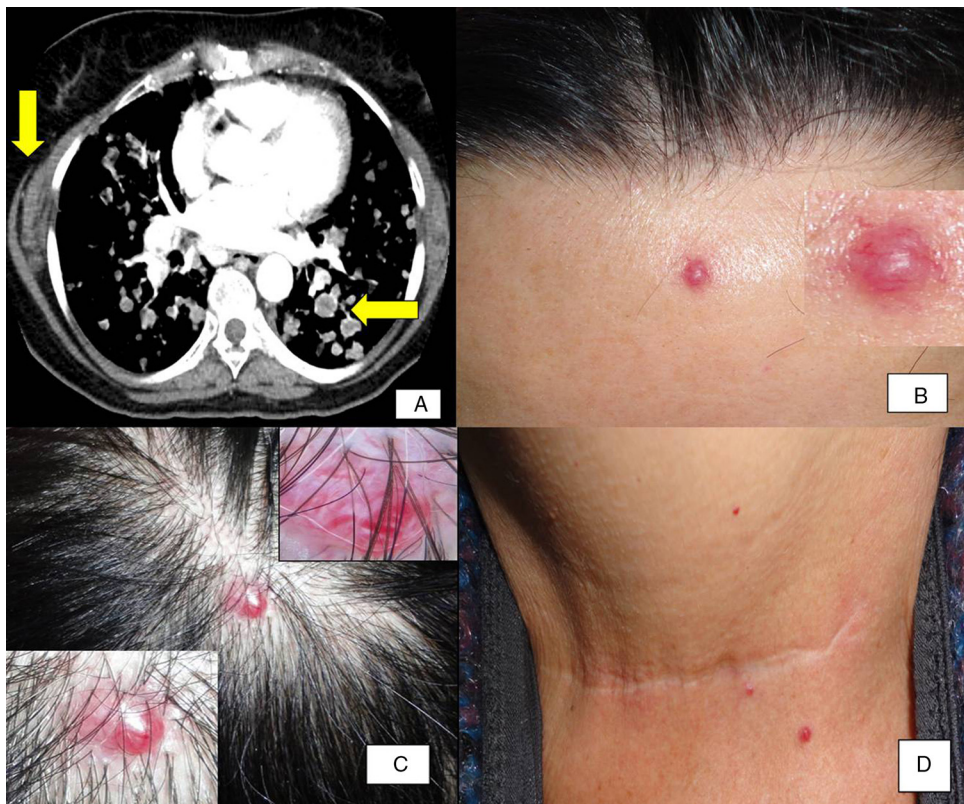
a) Imagen TAC del tórax. Metástasis pulmonares, conglomerado adenopático mediastínico, así como una masa de tejidos blandos en el costado derecho. b-d) Lesiones nodulares rojo-violáceas en la región frontal, en el cuero cabelludo y en la proximidad a la cicatriz de tiroidectomía. Estructuras vasculares gruesas y ramificadas a la dermatoscopia de una lesión nodular del cuero cabelludo.
